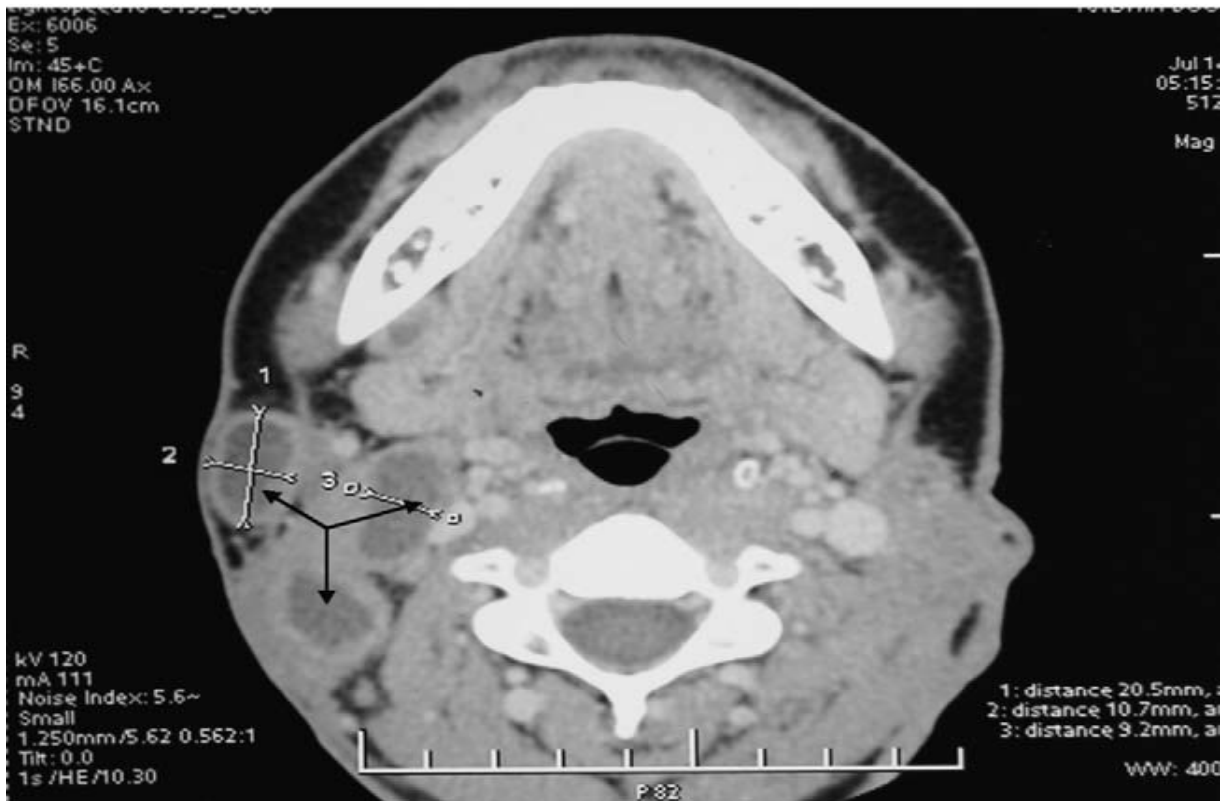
Multiples coulées ganglionnaires cervicales (TDM)¹¹.
